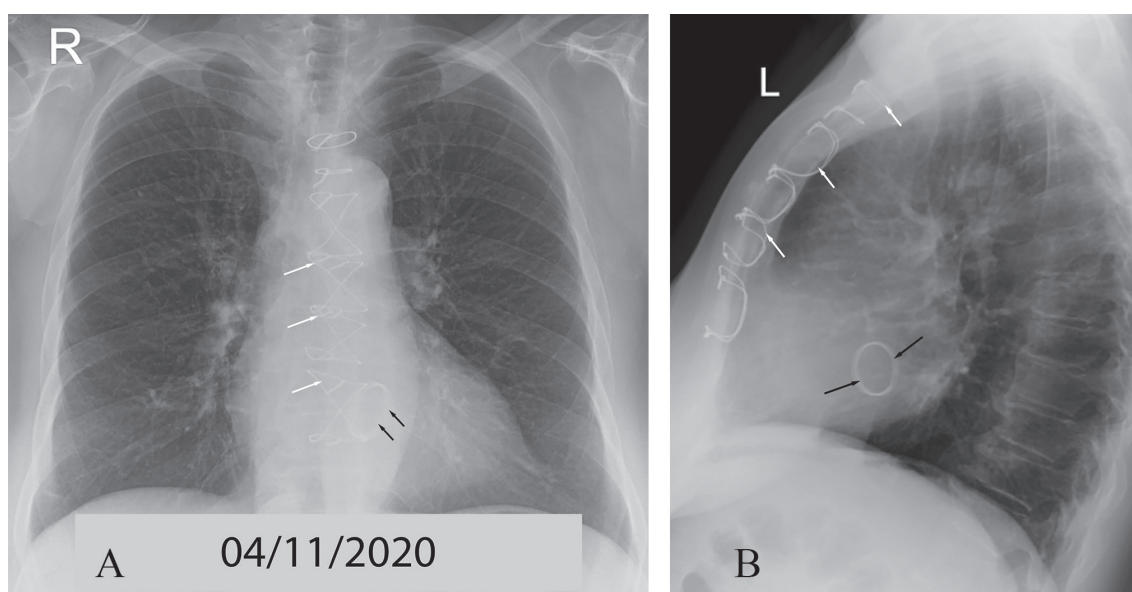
Radiografia toracelui în incidență postero-anterioară (A) și laterală stângă (B) peste 4 ani de la protezarea valvei mitrale atestă câmpuri pulmonare transparente, accentuare de desen pulmonar lobul superior pe dreapta. Se observă opacitatea metalică a valvei mitrale protezate (săgeți negre) și opacități metalice ce traduc suturile aplicate pe stern după toracotomie
